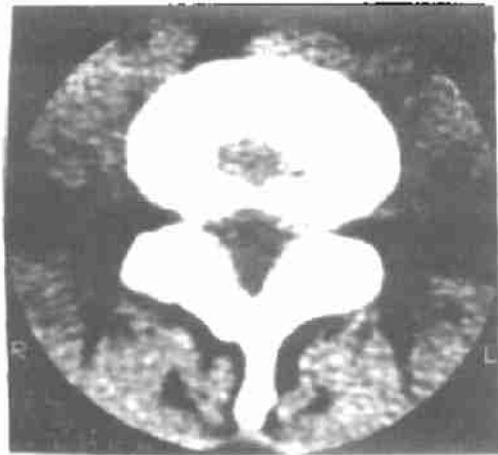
同上例, 胶原酶注射后 10 个月复查 CT 示: 突出物基本溶解消失。
